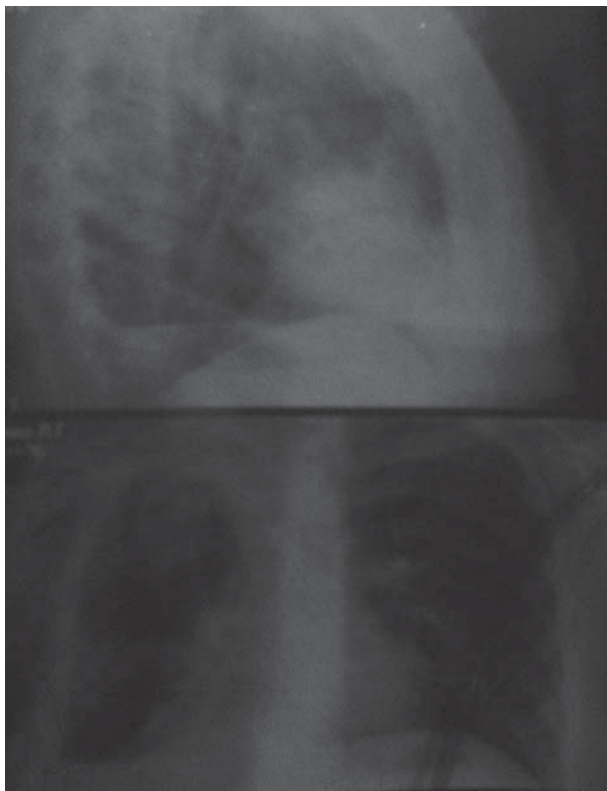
Рентгенограмма больной на момент поступления.
